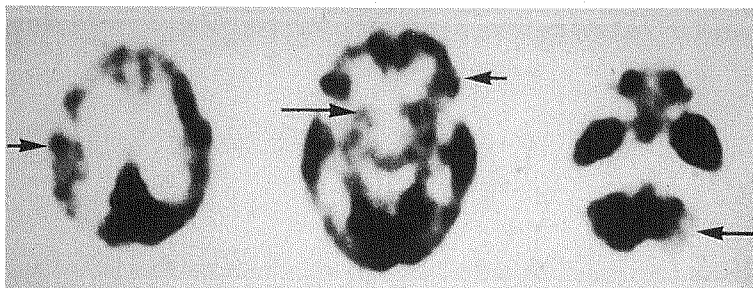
PET scans of a patient with only evidence of cerebral atrophy on CT scan, who had multiple areas of focal decrease in glucose metabolism (arrows), suggesting multi-infarct dementia.
